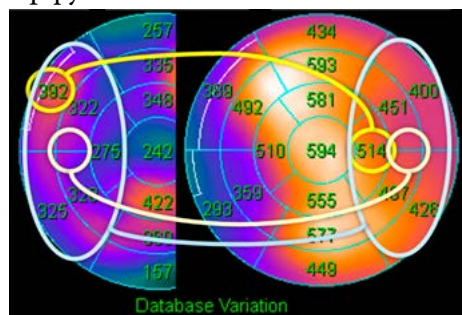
Вычисление RV/LV с помощью карт Database Variation. А. По Mannting et al. Б. По Mazraeshahi et al. В. По собственному методу. Нормальные значения перфузионных параметров ЛЖ и ПЖ приведены в табл. 22.
